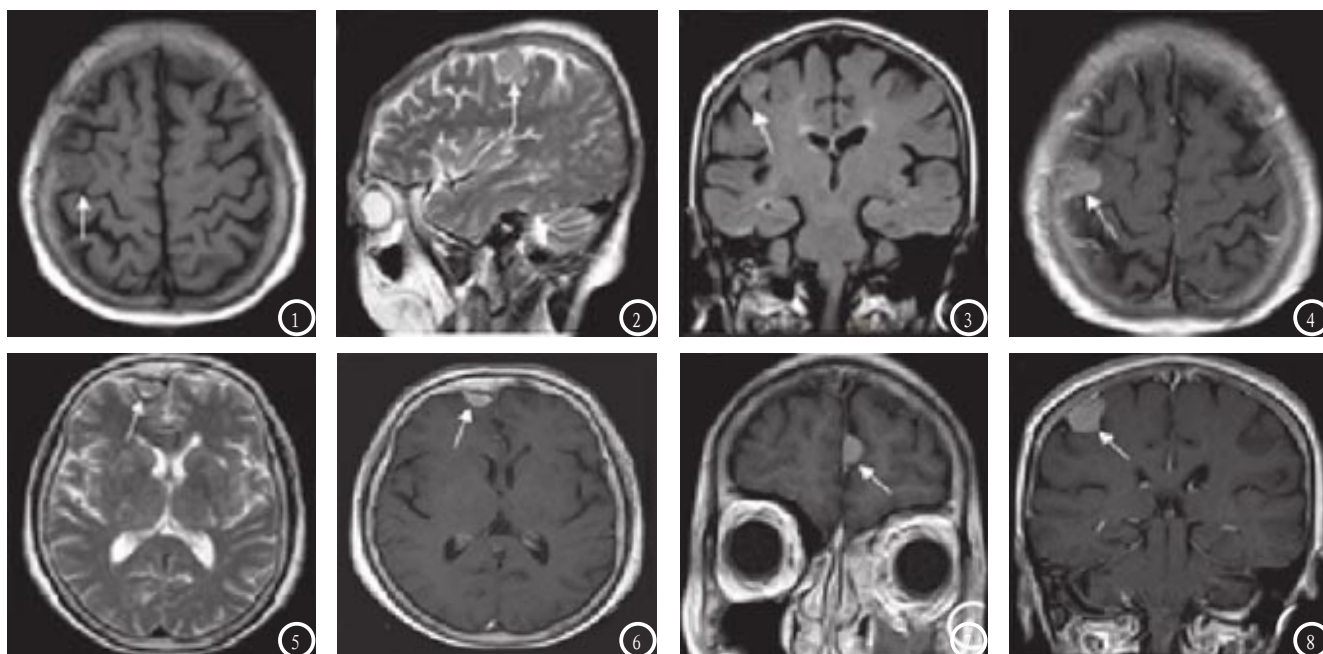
同一病例,右顶部小脑膜瘤。T1WI为小结节状等信号(图1),T2WI(图2)、FLAIR(图3)为稍高信号,增强后明显均匀强化(图4)。图5-6 同一病例,右额部小脑膜瘤。T2WI为扁平状等信号(图5),边缘见低信号包膜,轻度占位效应,局部颅板增厚;增强后明显均有强化(图6)。图7 左额部镰旁小脑膜瘤;图8 右顶部小脑膜瘤;轻微占位效应,明显强化,见脑膜尾征。
